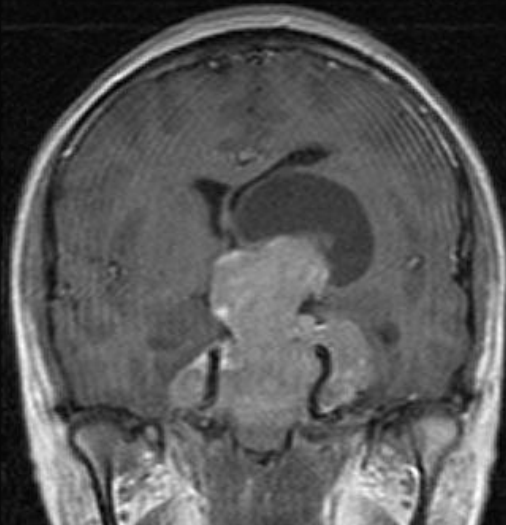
RM ponderada en T1 en plano coronal que muestra lesión sellar extensa que erosiona e invade seno esfenooidal protruye a nasofaringe y con gran componente supraselar donde se observa degeneración quística, compatible con macroadenoma invasor al seno cavernoso de forma bilateral grado IV de la clasificación de Knosp.
